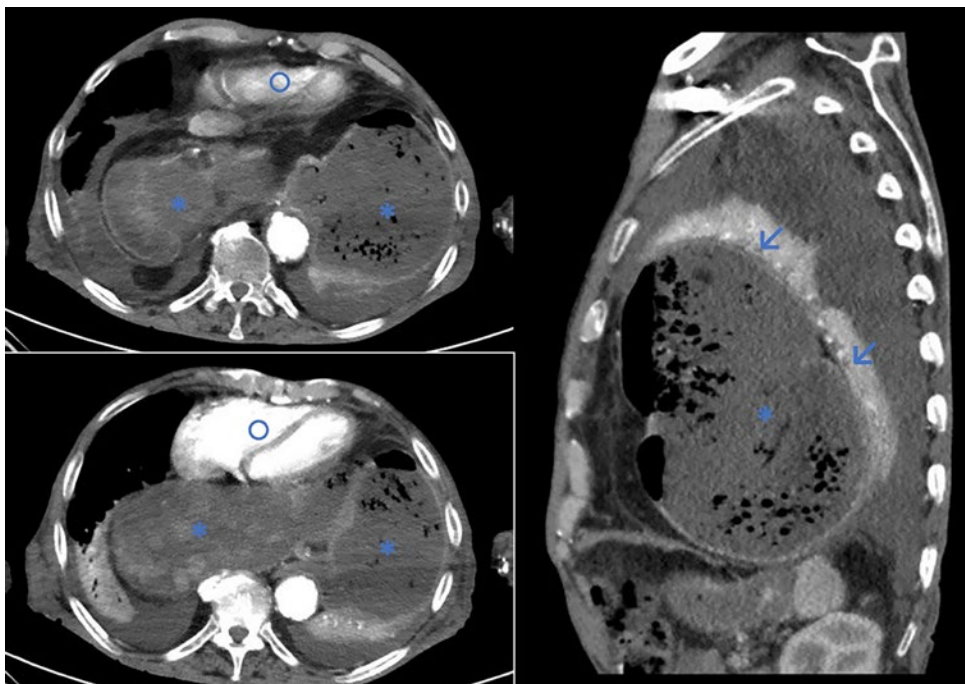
TAC torácica: gran estómago de retención (*) con la mayoría de este herniado supradiafragmáticamente y volvulado; produce gran efecto de masa sobre el corazón (O) y ambos pulmones, con atelectasia prácticamente completa del pulmón izquierdo (L) y del lóbulo inferior derecho.
